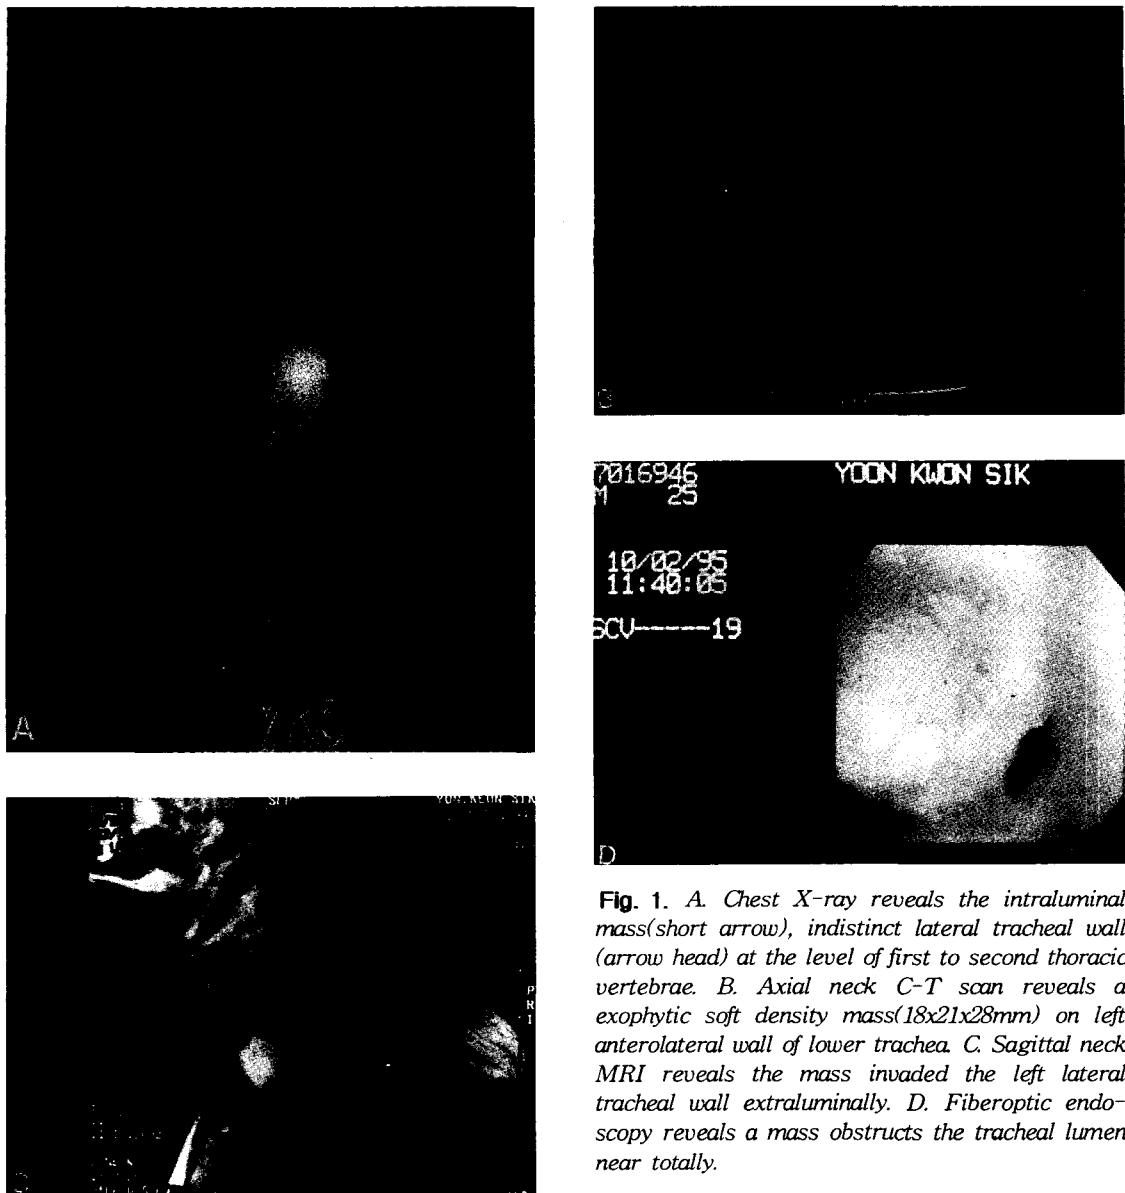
A. Chest X-ray reveals the intraluminal mass(short arrow), indistinct lateral tracheal wall (arrow head) at the level of first to second thoracic vertebrae. B. Axial neck C-T scan reveals a exophytic soft density mass(18x21x28mm) on left anterolateral wall of lower trachea. C. Sagittal neck MRI reveals the mass invaded the left lateral tracheal wall extraluminally. D. Fiberoptic endoscopy reveals a mass obstructs the tracheal lumen near totally.
